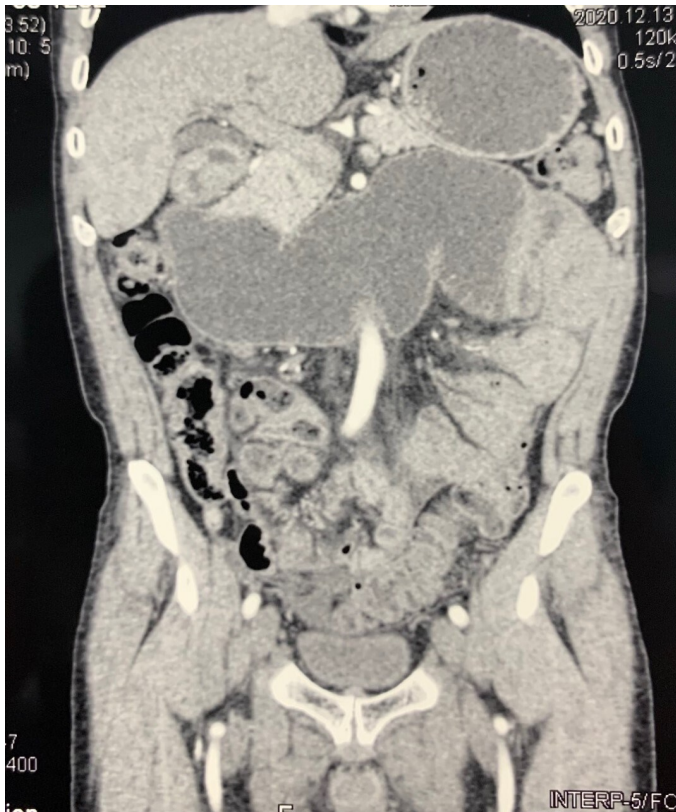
Tomografía computarizada contrastada de abdomen, corte coronal. Se evidencian asas de intestino delgado dilatadas y aglomeradas en el centro del abdomen, cubiertas por peritoneo visceral engrosado.
